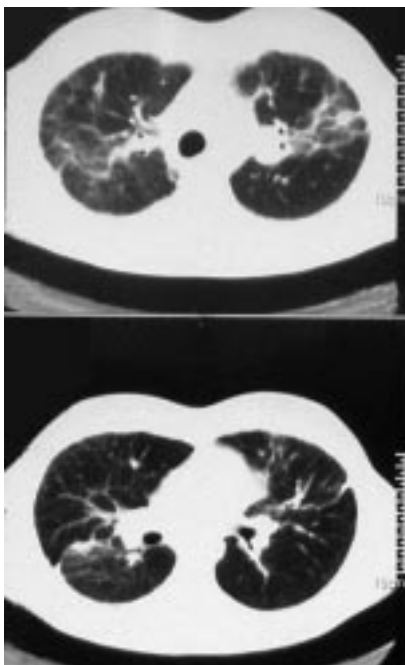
КТ грудной клетки при выписке.
